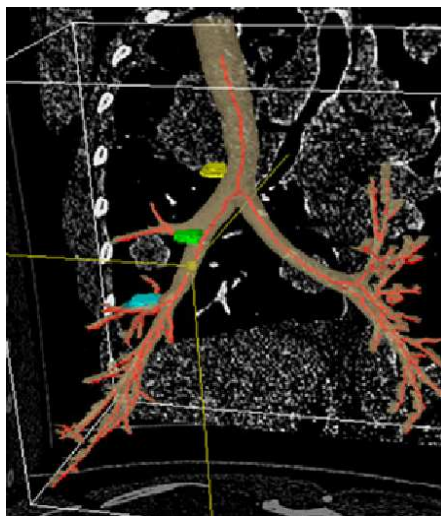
Visualisation des bronches sur des volumes scanner CT pour l'aide à la scopie. D'après [Higgins *et al.*, 2008].
